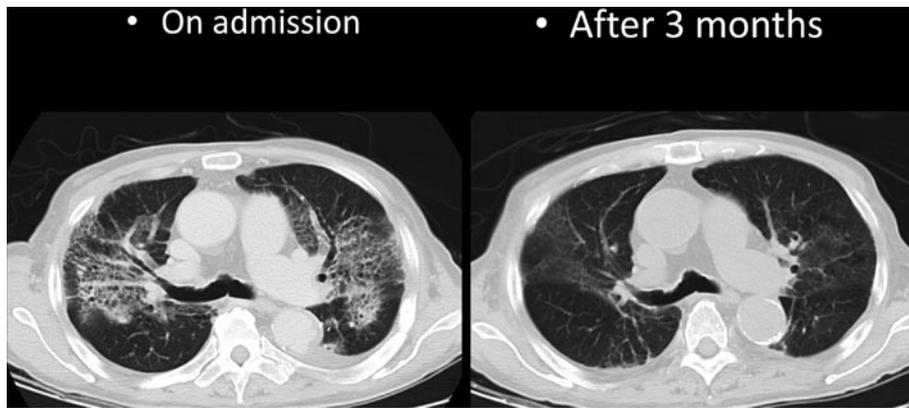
In case 1, treatment with prednisolone was started, and interstitial shadow on computed tomography (left) improved after 3 months (right).
